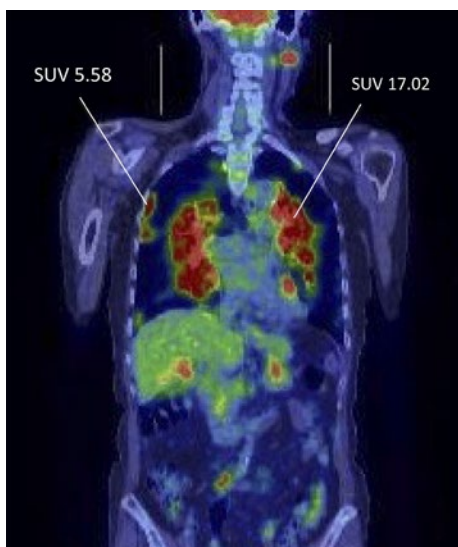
両側頸部リンパ節, 両肺門を中心とする蝶形の浸潤影や結節影, 膈体部, 右腎臓, 左尿管および尿管近傍のリンパ節に SUV 3.71~17.02 の異常集積を認めた. 中枢側の肺野病変は SUVmax 17.02 を呈した. 右胸膜直下の病変の SUVmax は 5.38 であった.
